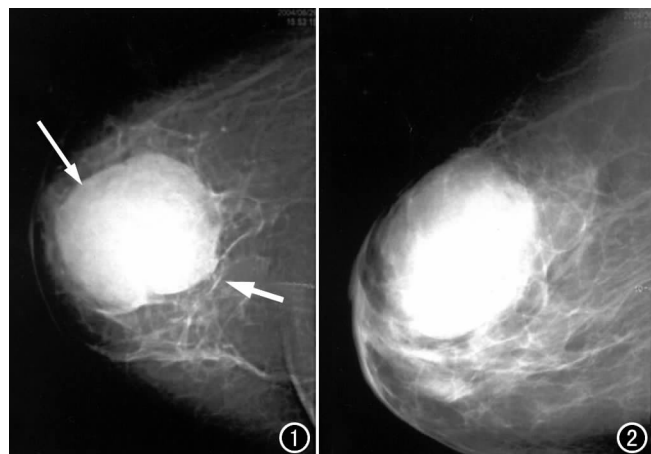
钼靶X线片横轴面示左乳晕后方一约5.0 cm×5.5 cm大小肿块,边界清楚(长箭),略见分叶,病变周围血管增多,增粗(短箭)。图2 侧位片示肿块位于上象限。
